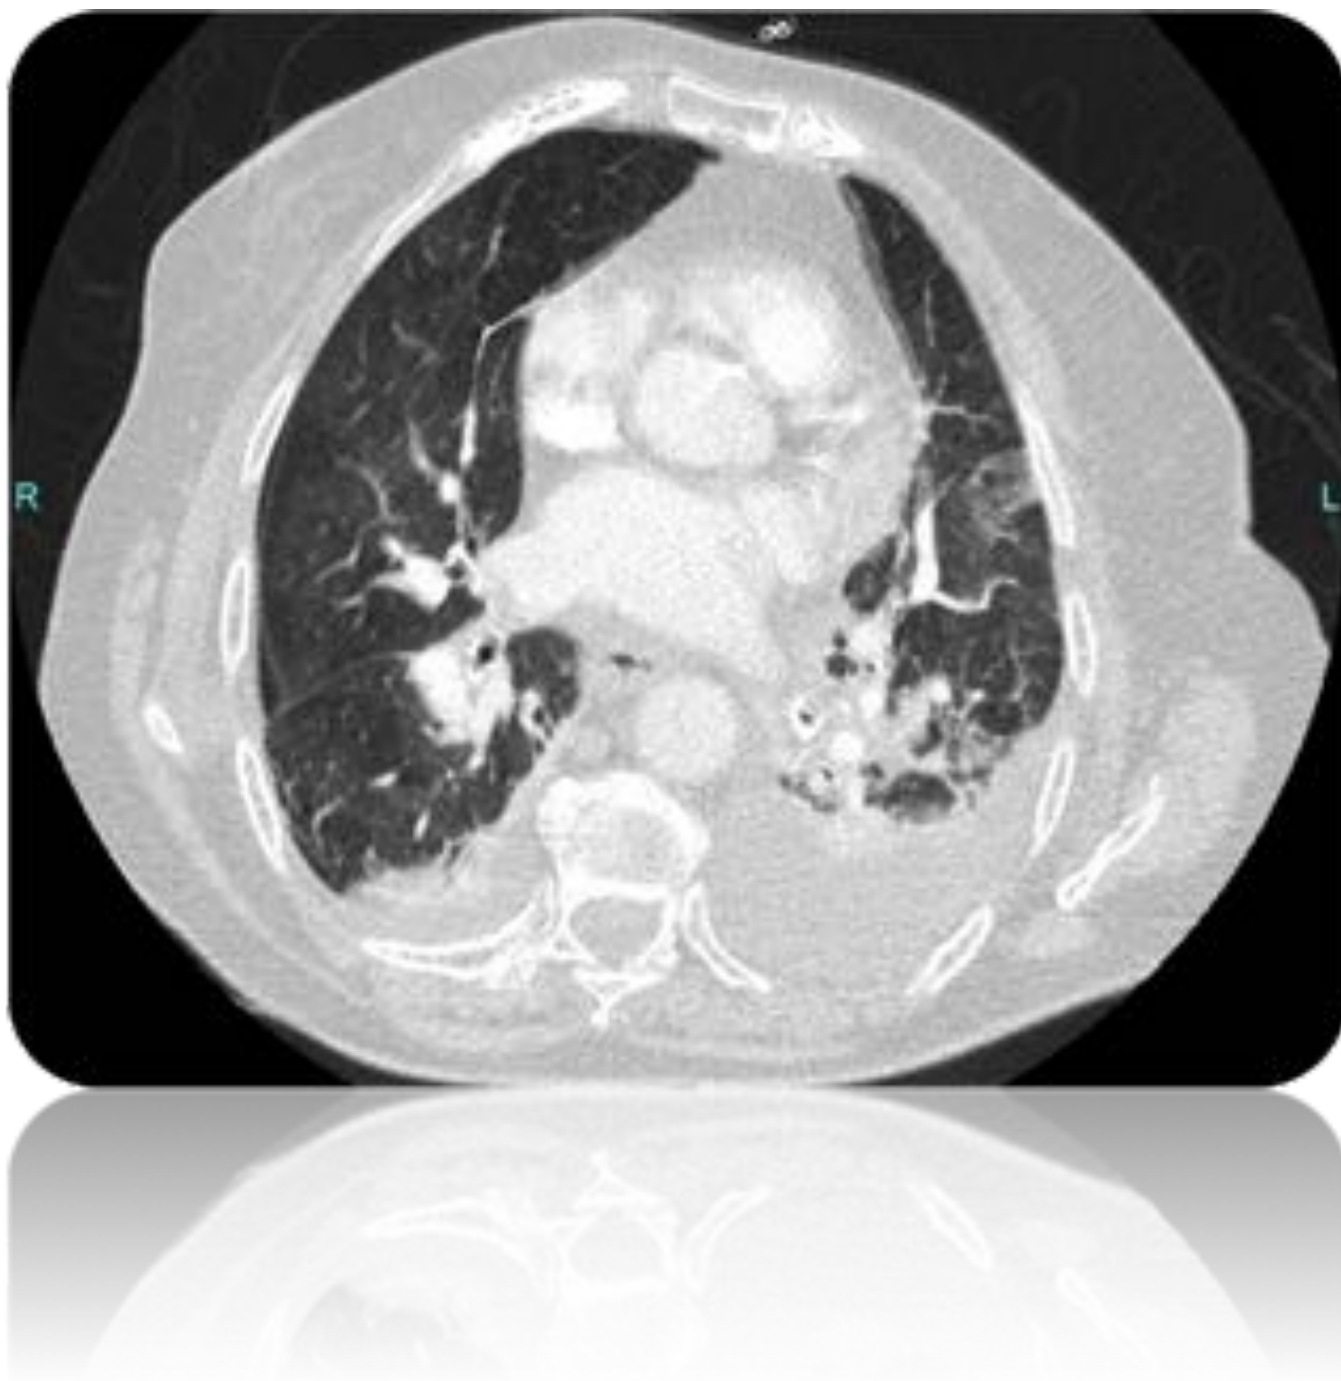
TC torácico con ventana de pulmón. Se observa aumento de tamaño de los hilos con derrame pleural bilateral, más evidente en el lado izqdo.
